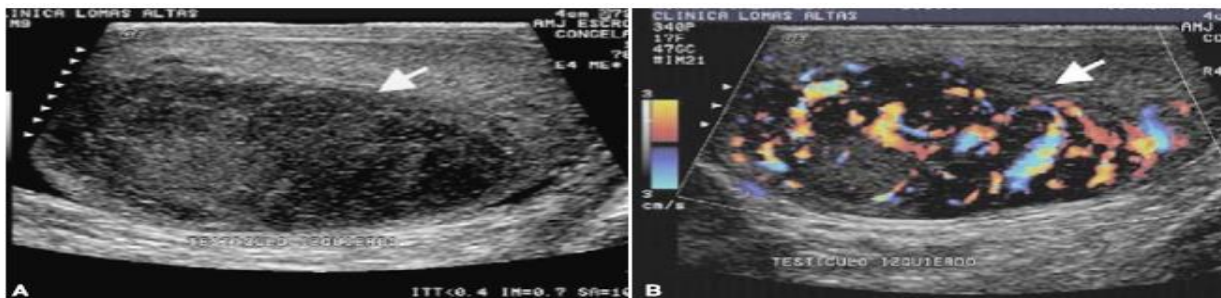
Seminoma A) Lesión focal hipoeoica en el parénquima del testículo izquierdo bien definida. B) Doppler color con aumento de vascularidad intralesional.
